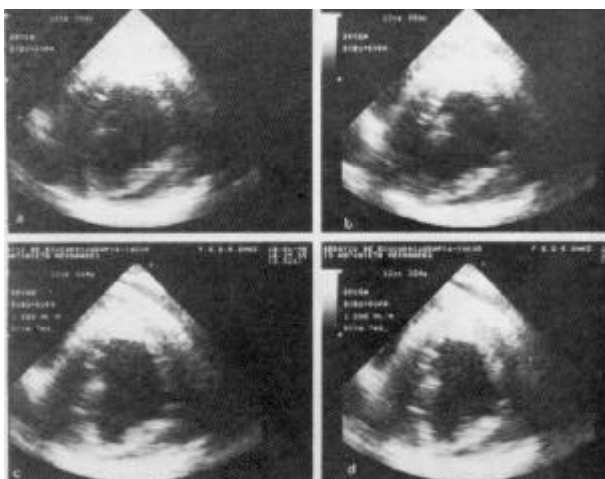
Ecocardiograma transesofágico realizado após 24 h, evidenciando melhora na contratilidade ventricular esquerda com a bomba desligada.
